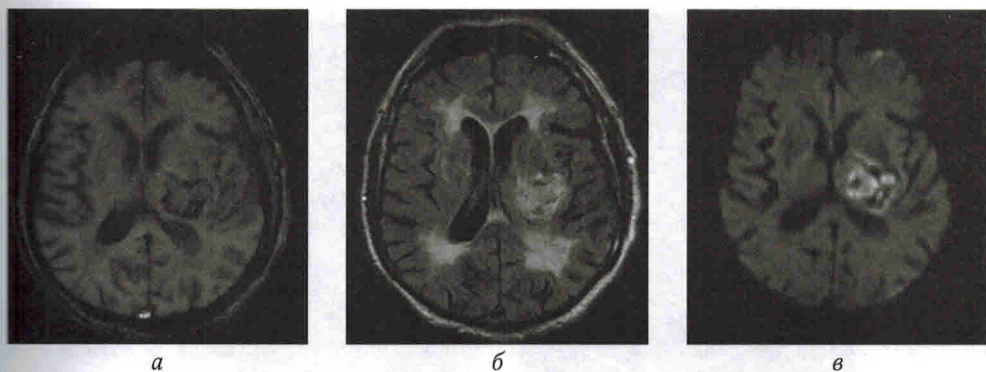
МРТ головного мозга. МР-признаки геморрагического инсульта в левом полушарии большого мозга в режимах градиентного эхо (а), TIRM (б), диффузионно-взвешенном (в)
